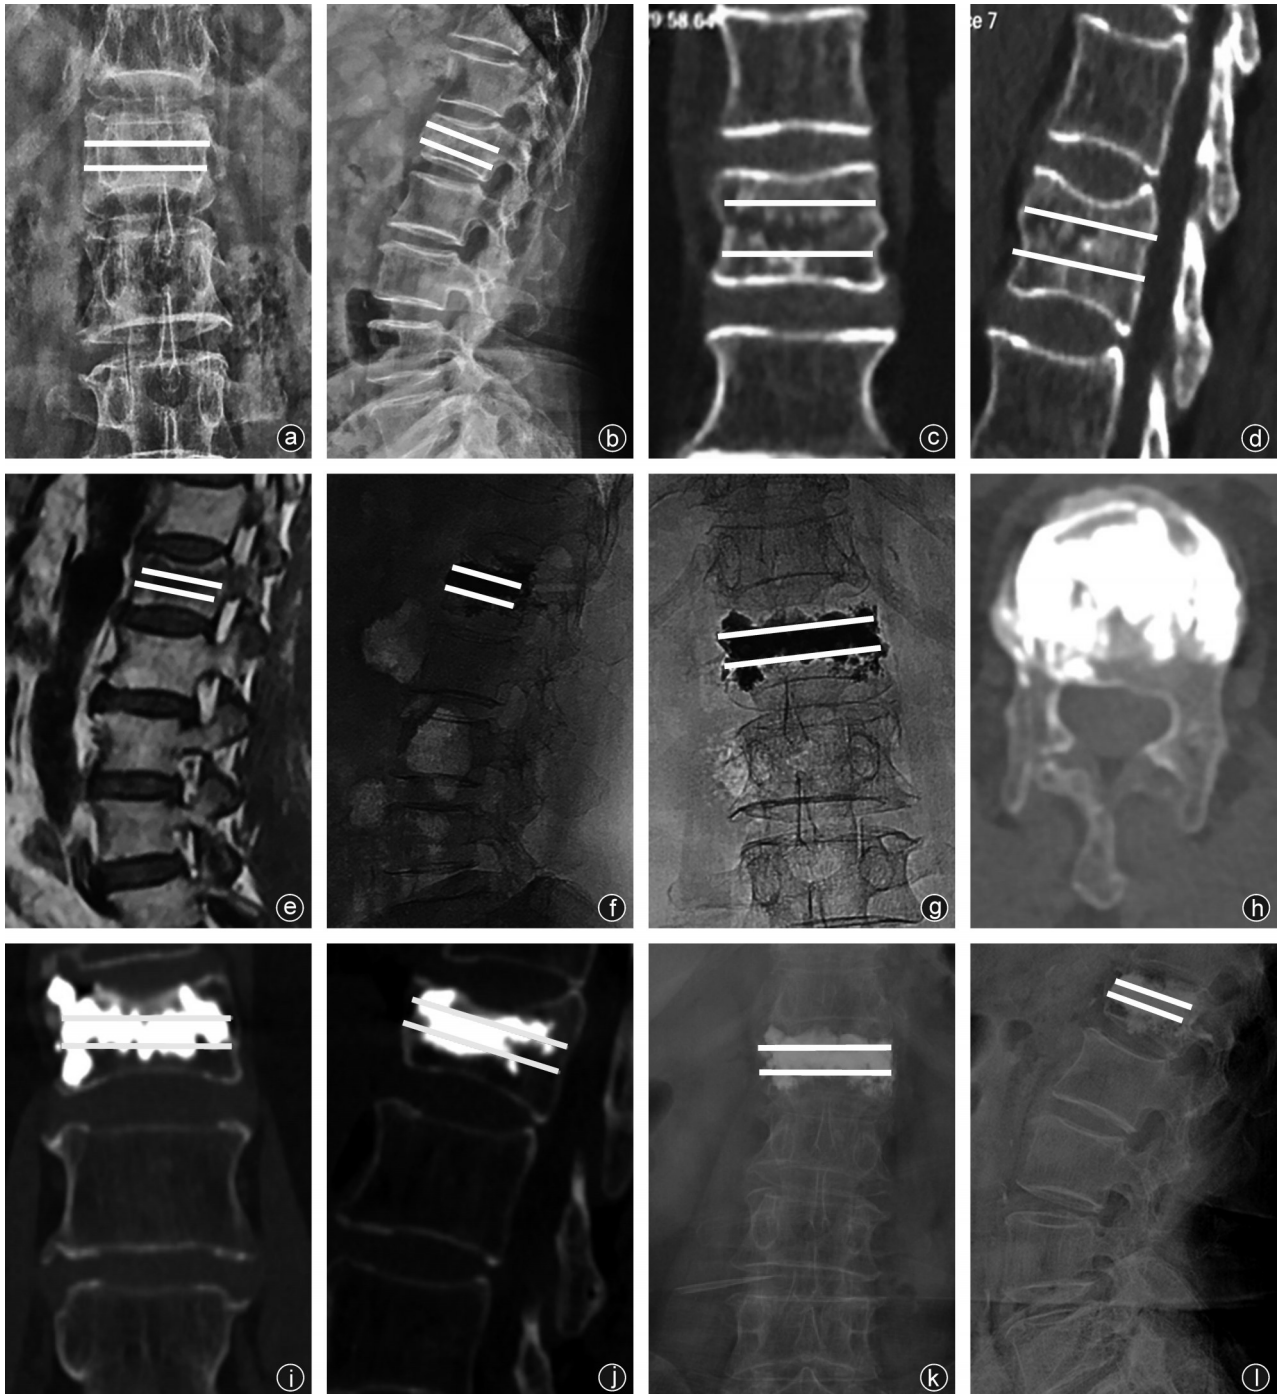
病人,女,65 岁,无明显诱因致腰背部疼痛 2 d,术前病史、体格检查及影像学检查提示急性 OVCF,行 PVP 治疗,术后症状明显缓解 a~e:术前正侧位 X 线片、CT、MRI 示骨折线累及椎体中 1/3 的急性 OVCF;f~j:术后 1 d 的 X 线片、CT 示骨水泥分布与骨折线相对位置良好;k,l:末次随访正侧位 X 线片示无明显塌陷
